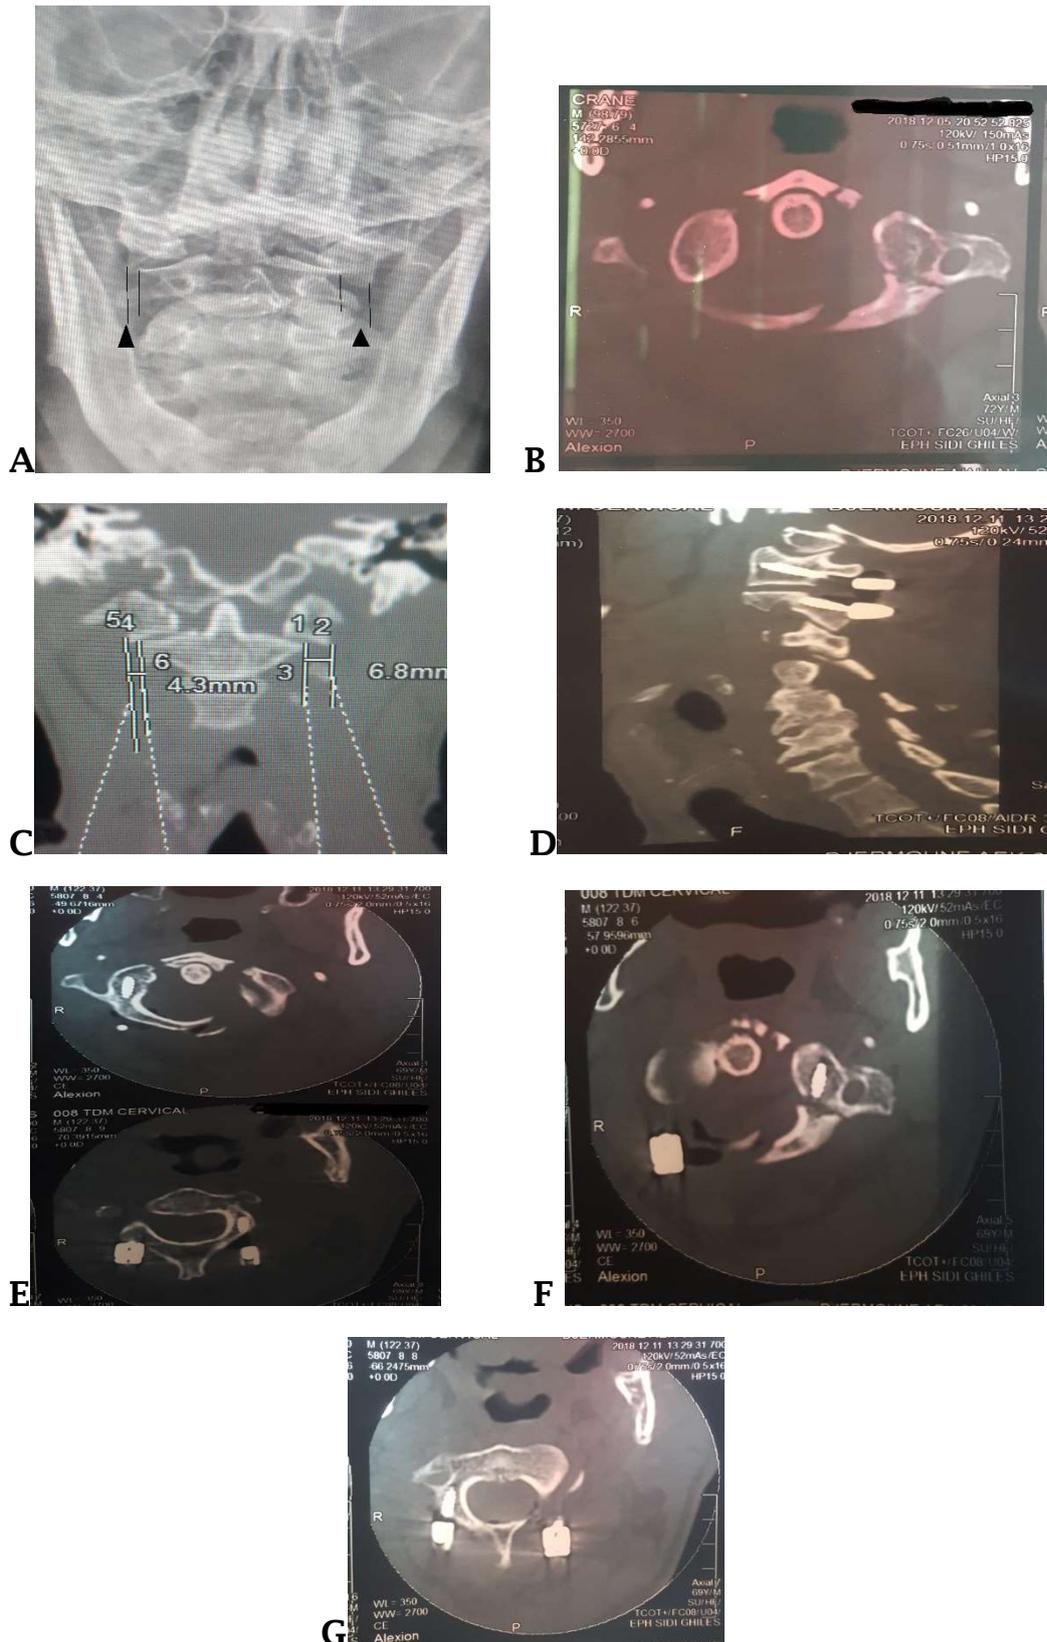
Cas n°5 ; Fracture de Jefferson chez un patient masculin de 73 ans suspectée lors d'une radiographie en bouche ouverte (A) où les masses latérales de C1 sont déplacées latéralement des surfaces articulaires supérieures de C2 (pointes de flèches noires en A) ; elle a été confirmée sur les vues axiales du scanner (B), la règle de Spence a été utilisée (C) et le patient a été opéré à l'aide de vis dans la masse latérale de C1 et des vis de pars de C2 (D, E, F, G).
